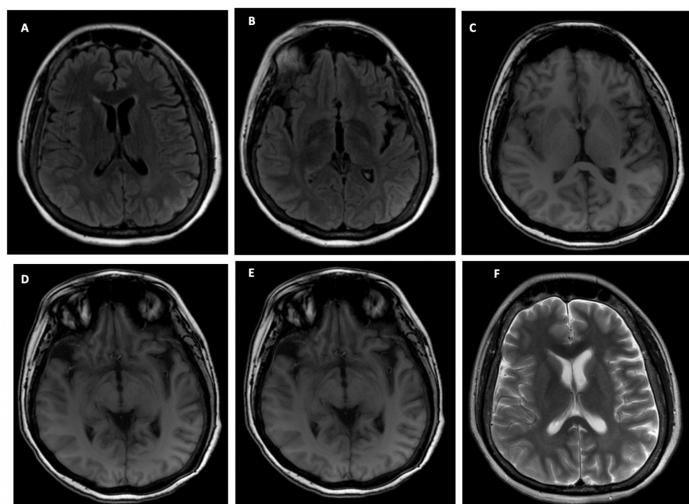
RMN. A,B,C secuencia FLAIR. D, E. Axial T1. F Axial T2. Incremento de los surcos de la convexidad en hemisferio izquierdo. Incremento tamaño ventriculo lateral izquierdo. Incremento intensidad cortical y subcortical en circunvoluciones temporo-occipitales.
